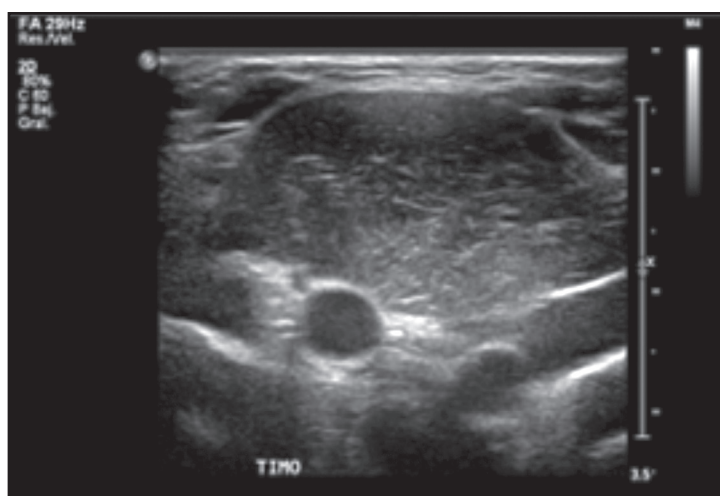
Ecotomografía cervical. Se observa glándula tímica bien definida a nivel de línea media al utilizar ultrasonido sobre el aumento de volumen que aparece en hueso supraesternal realizando maniobra de Valsalva.
